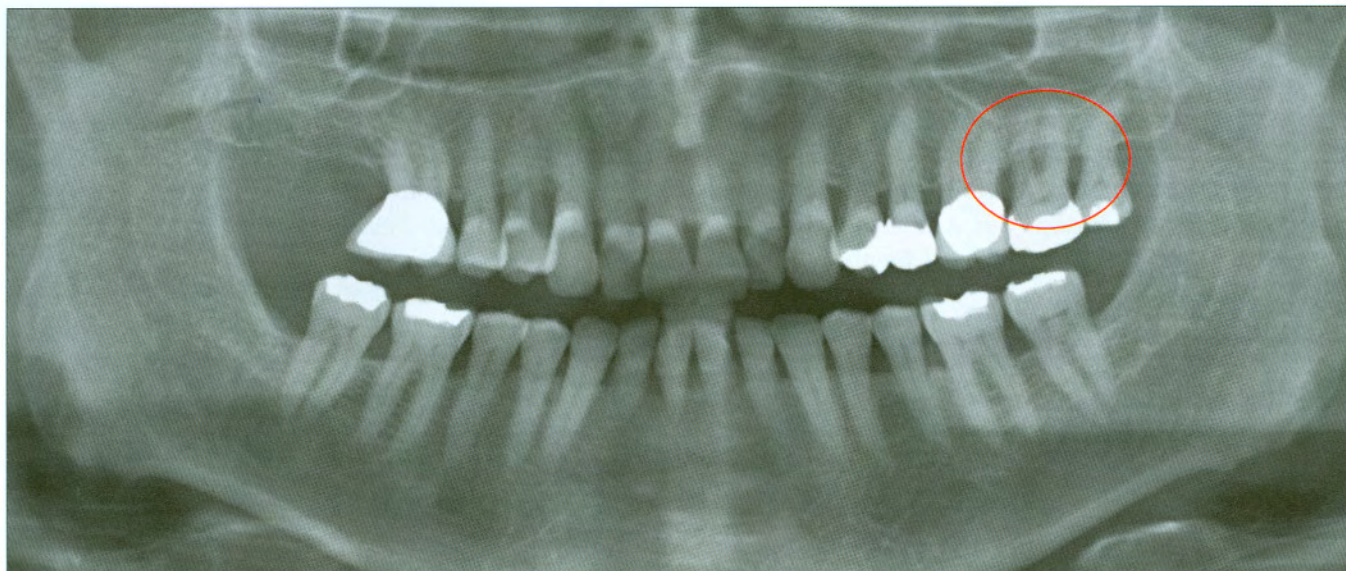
The panoramic radiograph suggested a possible interradicular alveolar bone loss on tooth 26, which remained however unclear.
